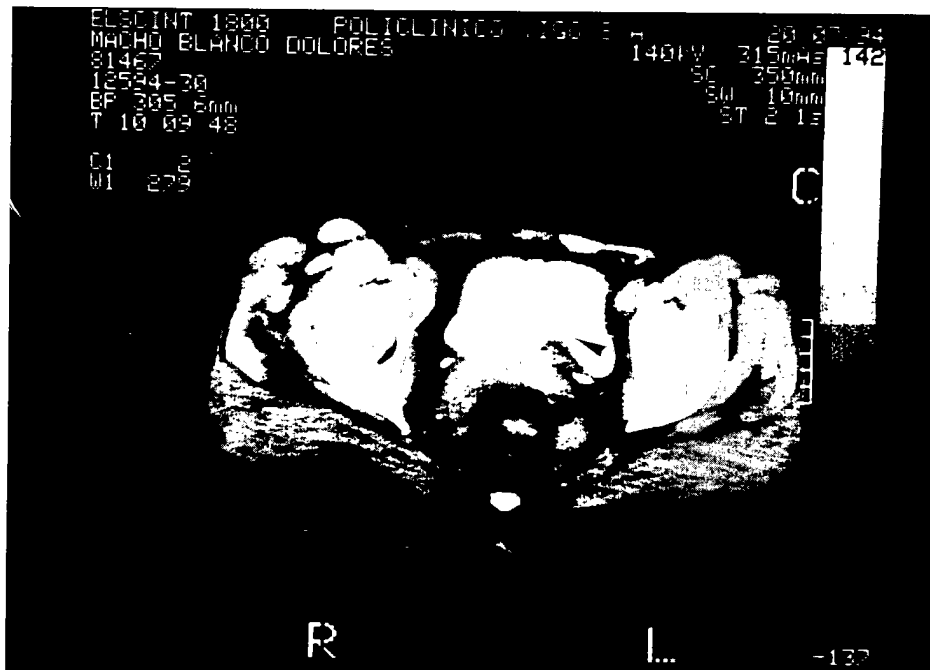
Imagen de TAC que muestra un defecto de repleción de la cara posterior de la vejiga (punta de flecha).
